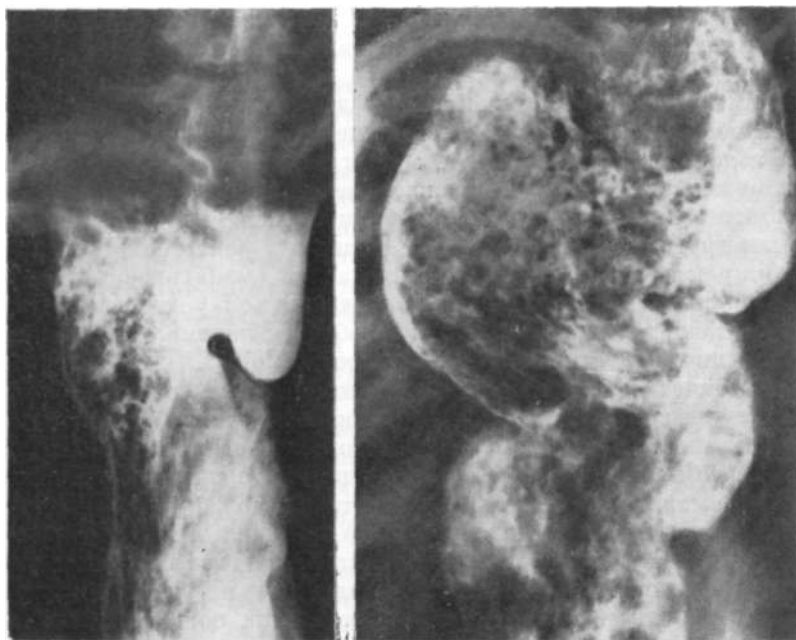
Рентгенограмма. Дивертикулоподобное выпячивание верхней трети пищевода и азофагит (ахалазия кардии IV стадии).
